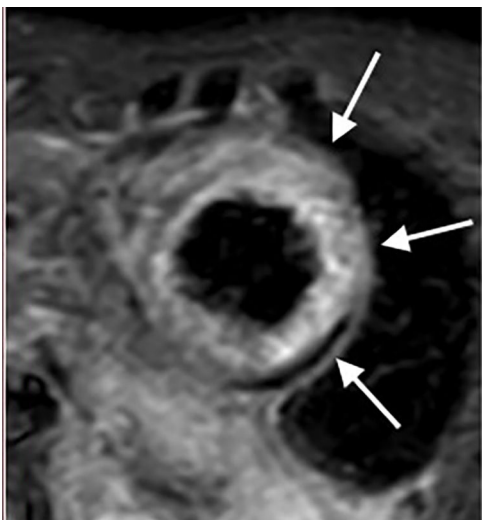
Resonancia magnética cardiaca – secuencias STIR: Aumento en la intensidad de señal a nivel de los segmentos medios de la pared anterior, anterolateral e inferolateral compatible con edema miocárdico (flechas blancas).
